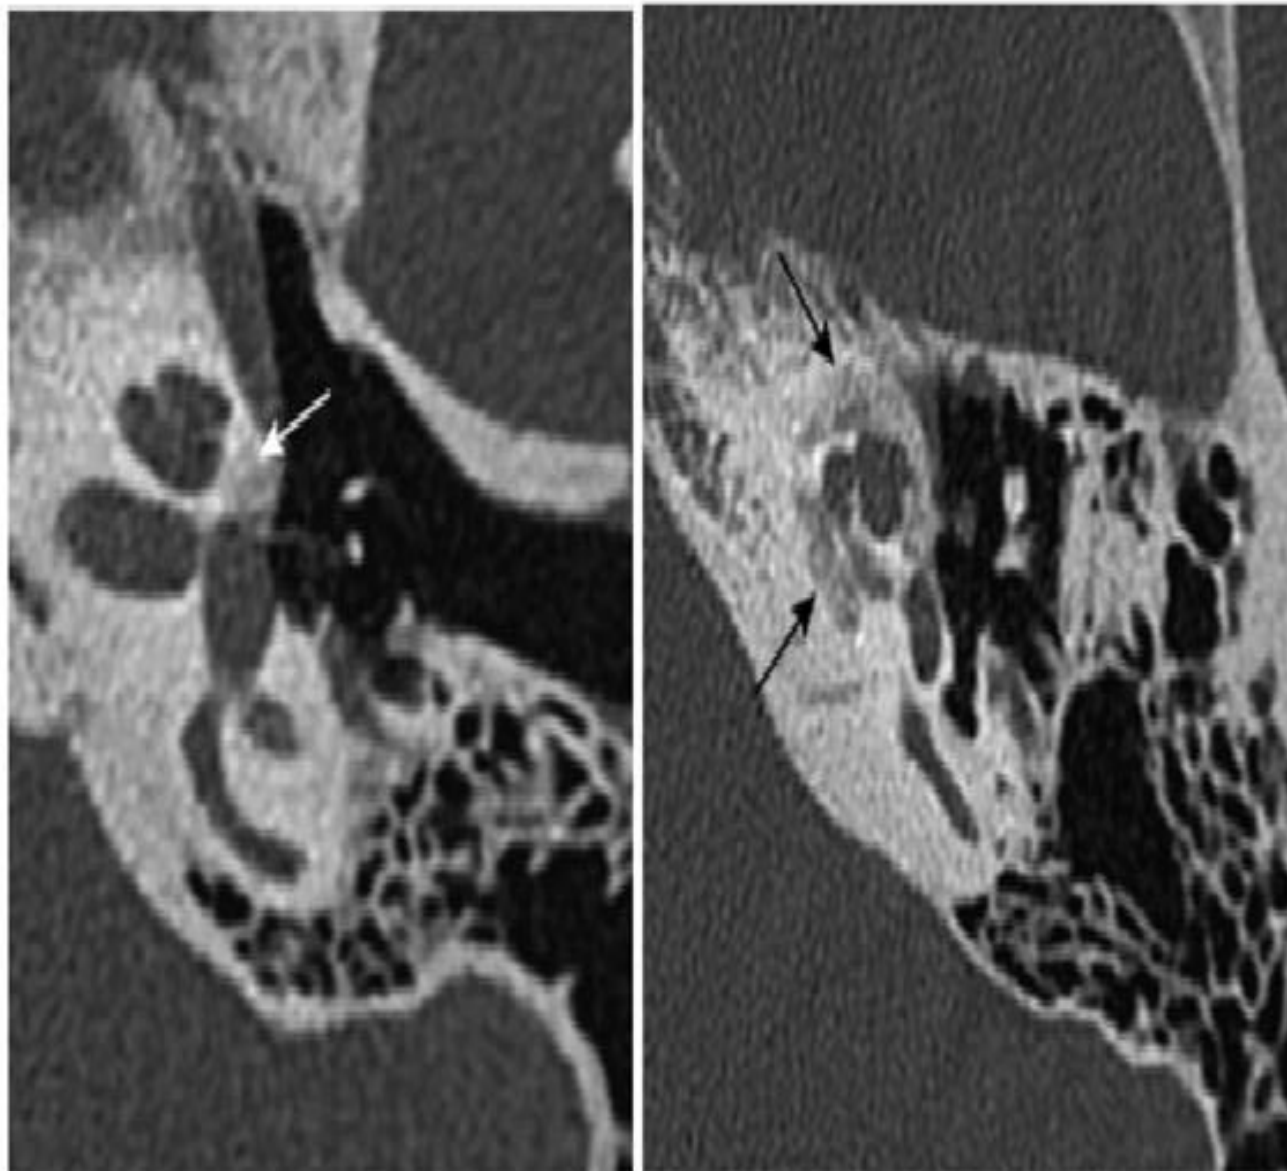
Otospongiose type 3. Coupe TDM Double oblique (plan axial stapes) [37].
